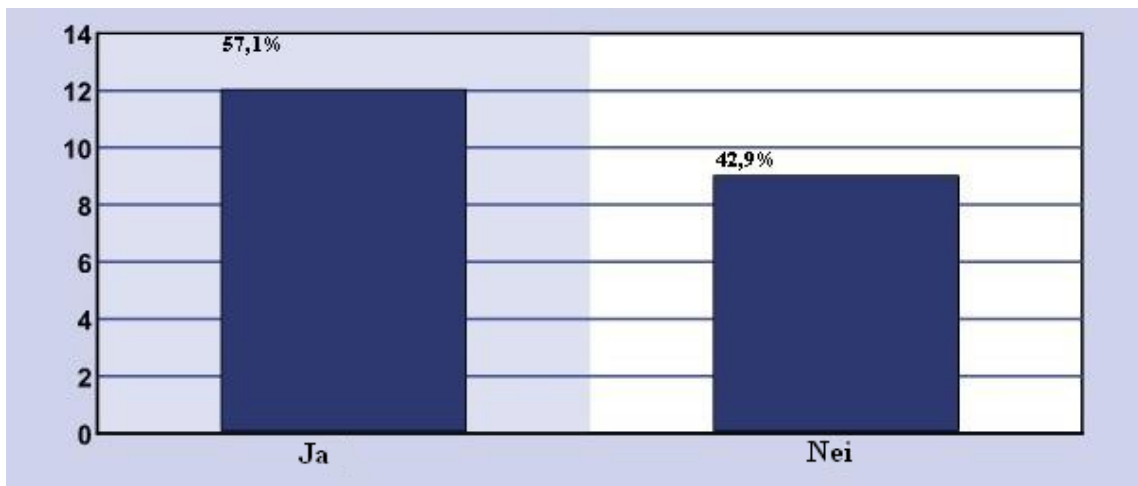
Viser antall radiografer som ville unngått å ta røntgen thorax på stue dersom de var gravid, og som mener dette var fordi de mener det kan være en reel strålerisiko for fosteret.
